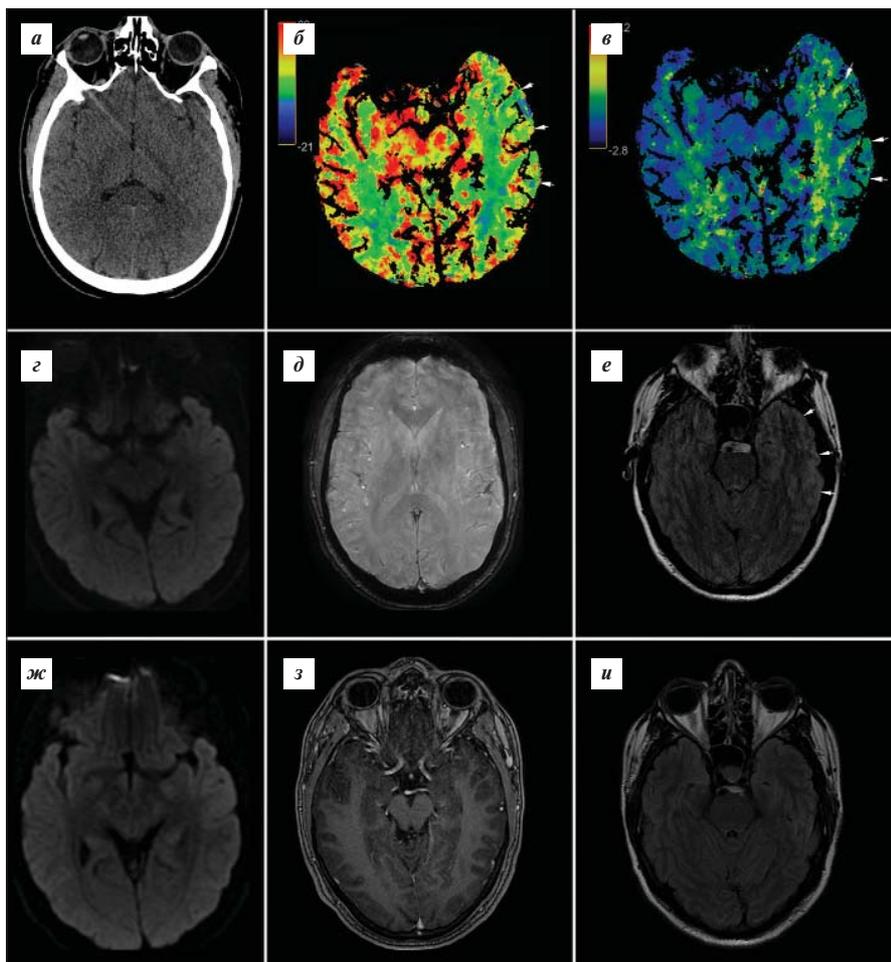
Результаты нейровизуализации пациента С. при поступлении¹: а — нативная КТ головного мозга без признаков патологии; б — цветовая карта скорости мозгового кровотока (Cerebral Blood Flow, CBF); в — цветовая карта времени транзита контрастного препарата (Mean Transit Time, MTT). Данные карты демонстрируют зоны снижения CBF и повышения MTT в левой височной области; г — МРТ-последовательность DWI; д — МРТ-последовательность SWAN, без признаков патологии; е — МРТ-последовательность FLAIR, отражает слабоинтенсивное повышение МР-сигнала по контуру коры левой височной доли, соотносящееся с данными перфузионной КТ. Результаты контрольного исследования: ж — МРТ-последовательность DWI, з — T1-взвешенная последовательность с парамагнетиком, патологических изменений не сформировалось; и — МРТ-последовательность FLAIR, гиперинтенсивность, выявленная при поступлении, регрессировала
